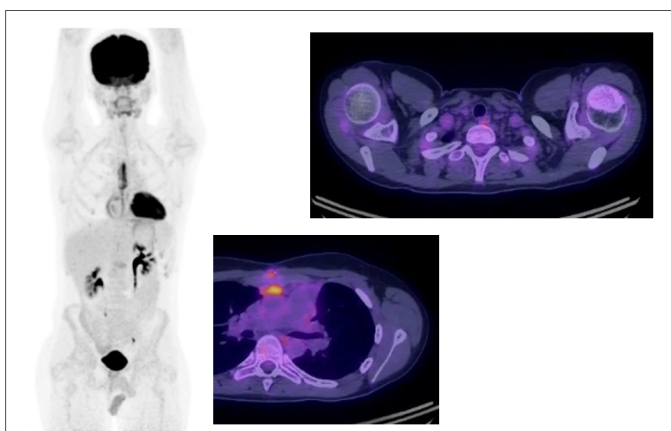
ПЭТ/КТ данные с 18F-FDG от 16.10.2024г.
